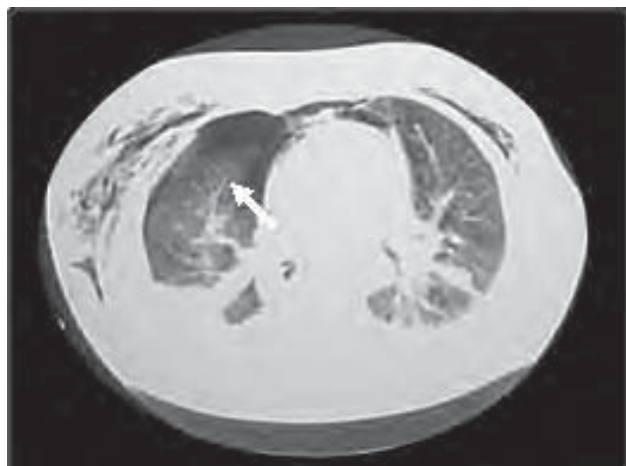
/7. TAC de tórax. Traumatismo grave con neumotórax derecho que no se había constatado en la radiografía, y profuso enfisema subcutáneo.
